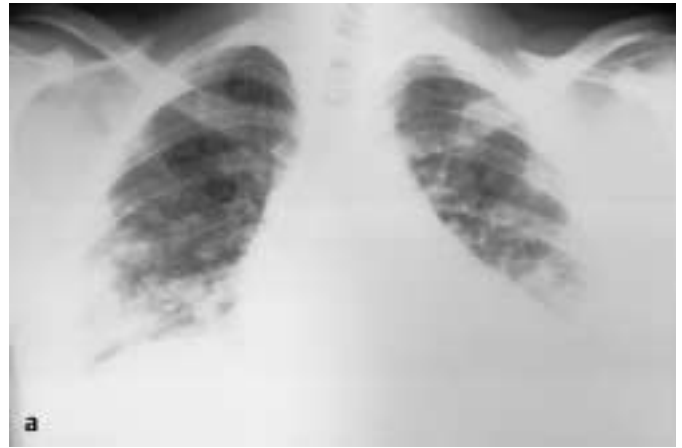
Beidseits vergrößertes Herz und multiple pulmonale Verdichtungsherde im Röntgen-Thoraxbild.
